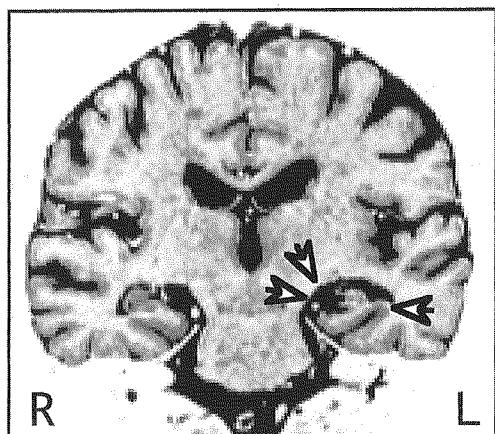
頭部MRI 冠状断像 (99.3.16撮影)
